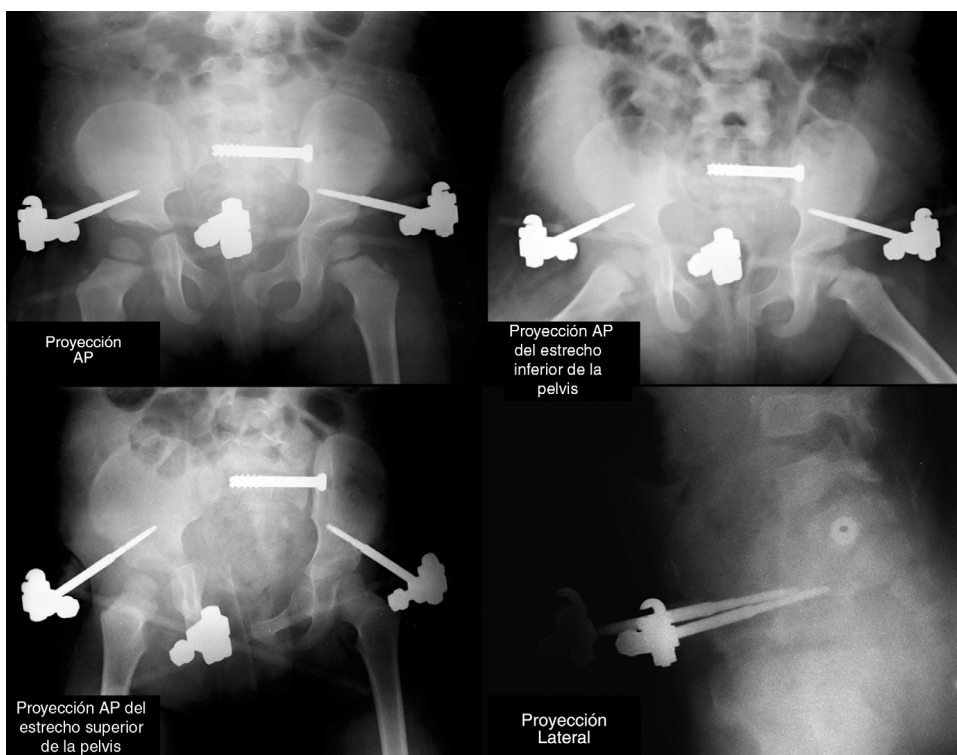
Radiografías intraoperatorias en proyección anteroposterior (AP), en los estrechos superior e inferior de la pelvis y lateral.
